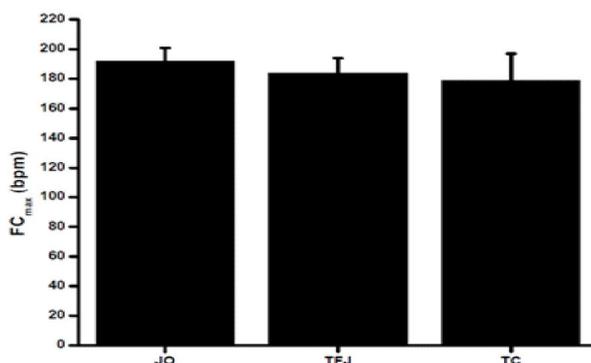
FC_{max} (bpm) obtida em atletas de futsal durante o JG, o TFJ e o TC (média \pm desvio-padrão).
